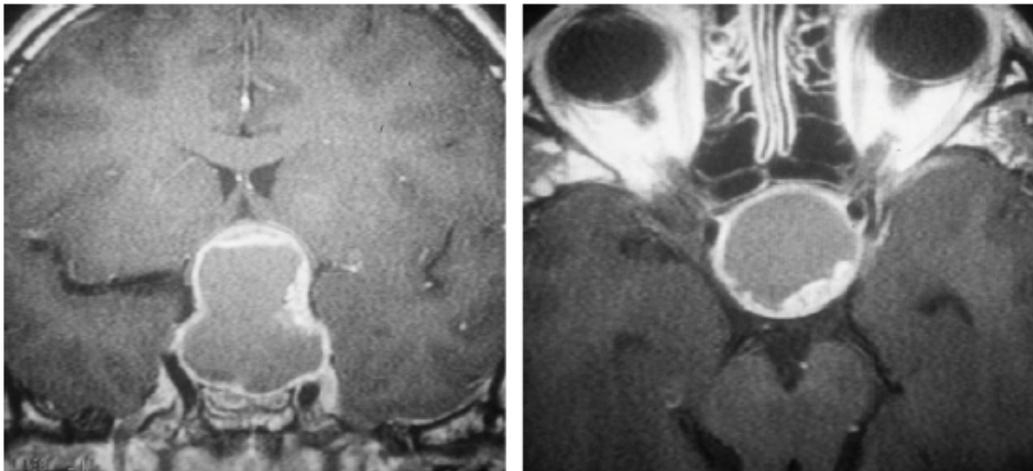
IRM, séquence T1 avec injection de gadolinium : craniopharyngiome kystique endo- et suprasellaire.
